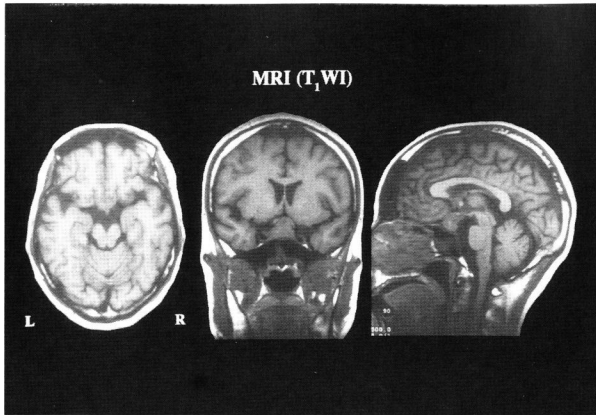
MR T1-weighted image demonstrates an intrasellar isointense mass with suprasellar extension.
